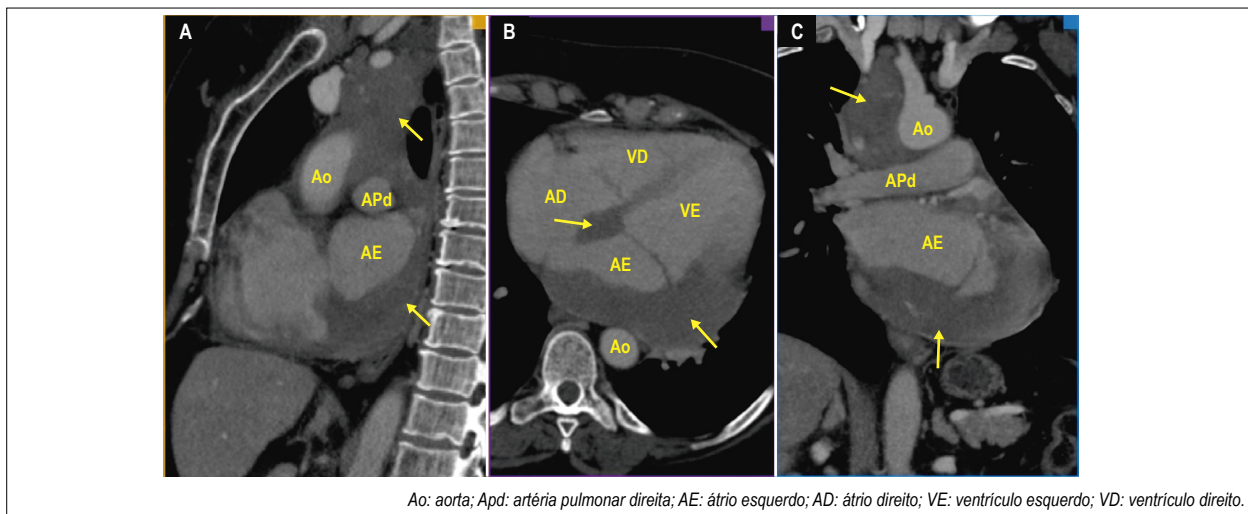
Tomografia computadorizada. (A) Corte sagital. (B) Corte axial. (C) Corte coronal. Observam-se linfonodomegalias mediastinais e formação expansiva com conteúdo heterogêneo, localizado nas regiões inferior e lateral do átrio esquerdo. Infiltra também o septo interatrial e o segmento basal das paredes inferior e lateral do ventrículo esquerdo.
